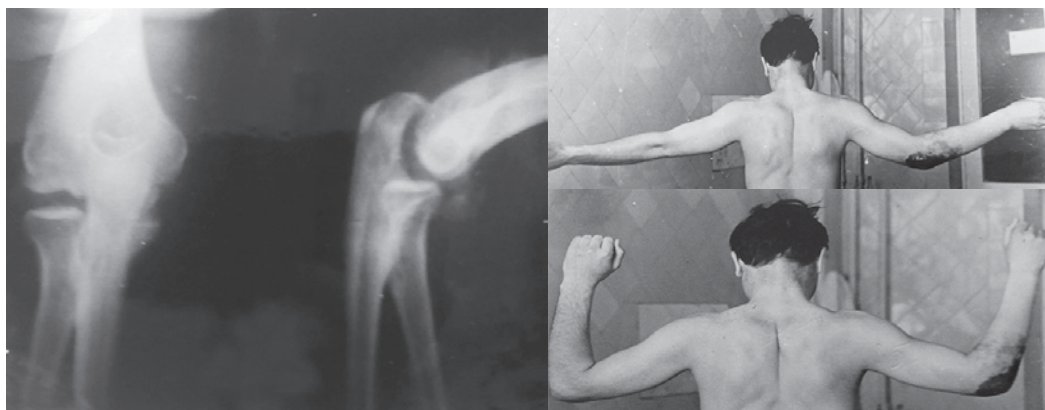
Пациент с лёгкой формой гетеротопической оссификации локтевого сустава. В анамнезе: застарелый вывих переднего отдела сустава костей предплечья 4-недельной давности. На рентгенограмме — оссификат в зоне переднего отдела сустава
